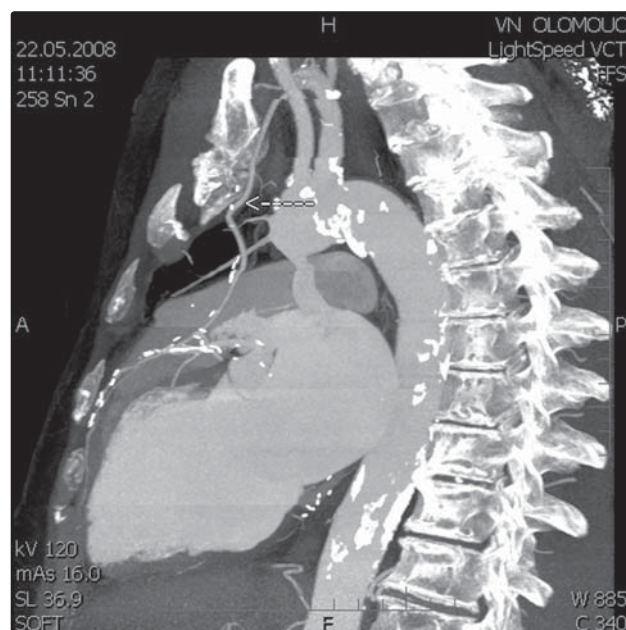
CT rekonstrukce dehiscence sternu
